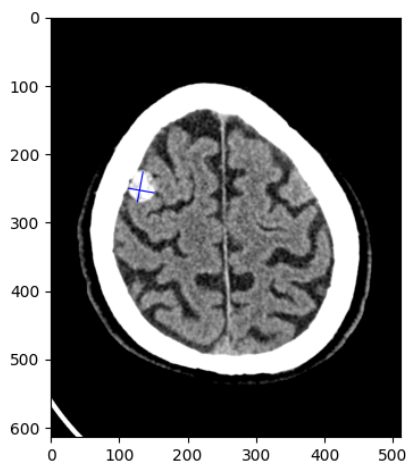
Jednotlivé roviny v CT skenoch.
